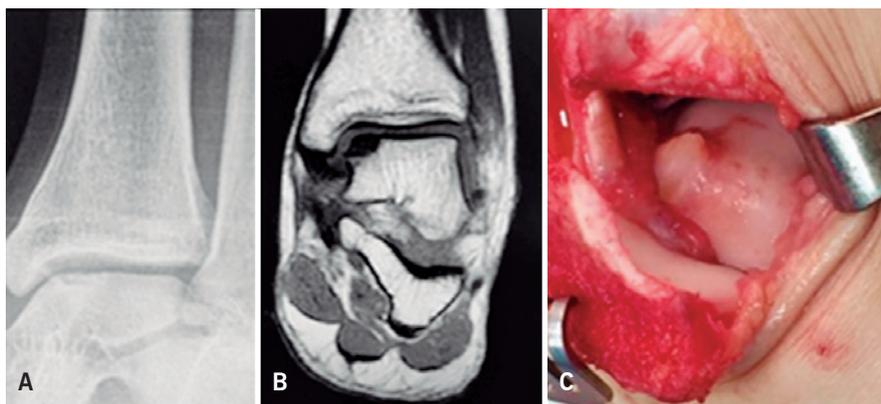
A) Lesión osteocondral estadio II imagen radiológica; B) Lesión osteocondral en talo estadio II en resonancia magnética; C) Lesión osteocondral medial desplazada
